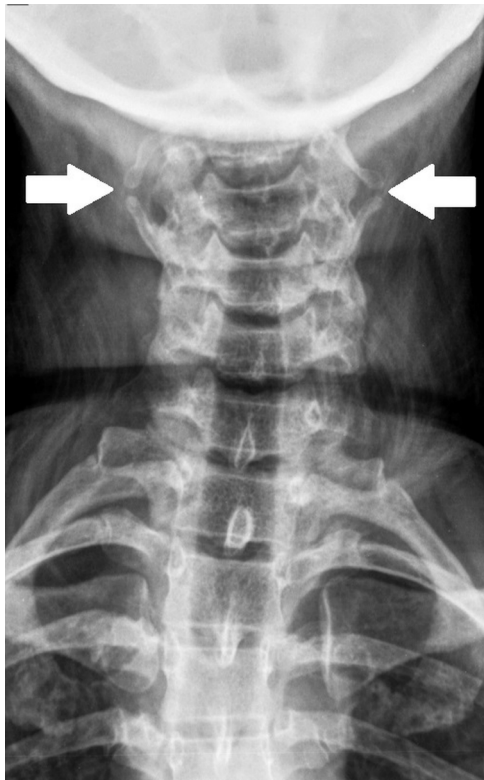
X-ray in the anteroposterior view demonstrating prolongation of the styloid process and ossification of the stylohyoid ligaments bilaterally (white arrows).
